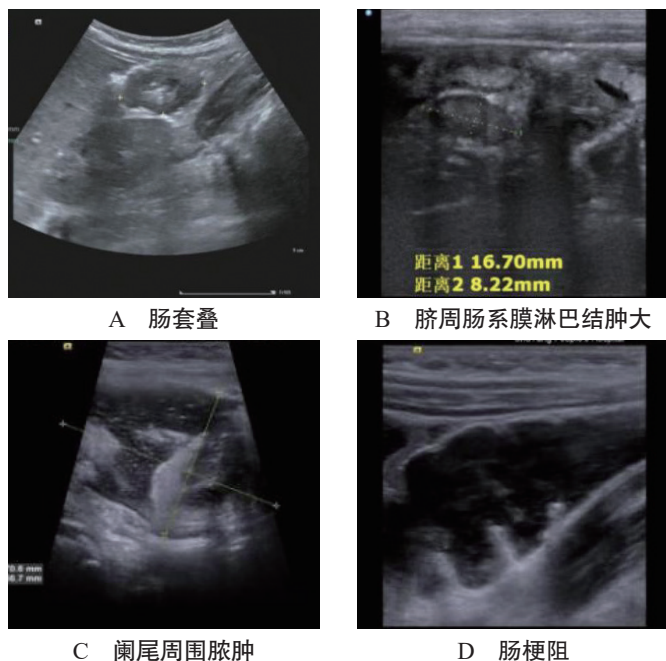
小儿急腹症典型病例彩色多普勒超声检测图像
